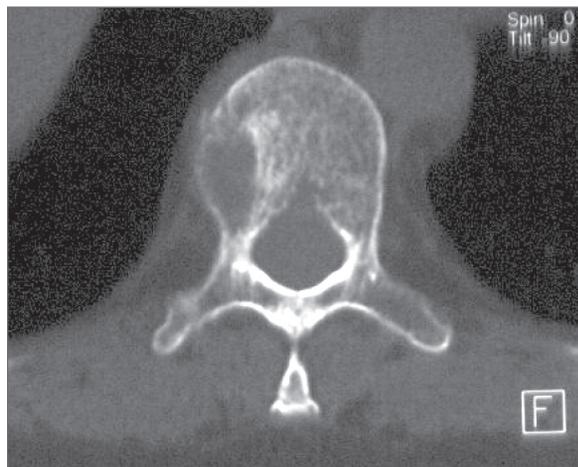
СКТ грудного отдела позвоночника. Определяются участки деструкции преимущественно литического характера
